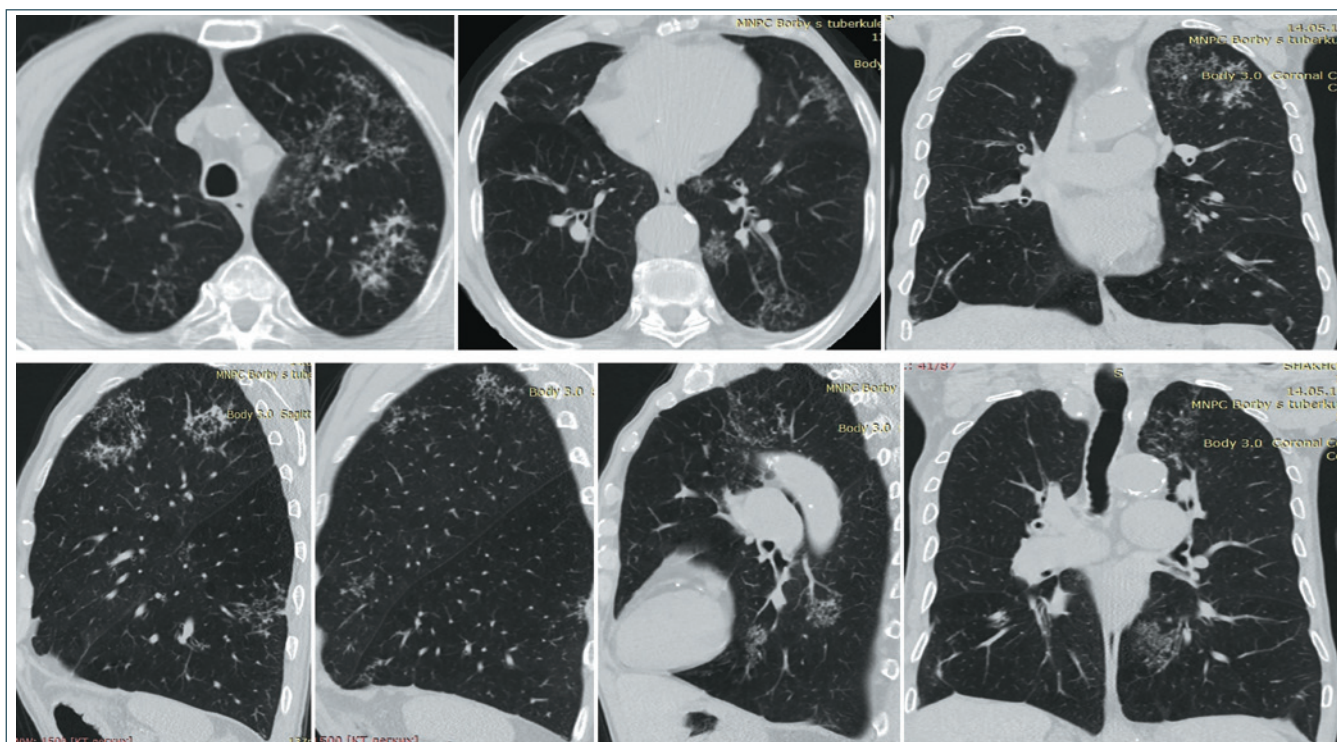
КТ органов грудной клетки при диссеминированном туберкулезе легких: лимфогенная диссеминация в легочной ткани
